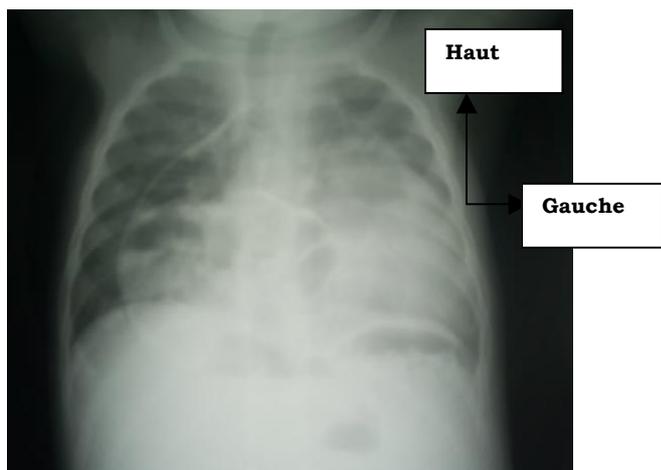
radiographie pulmonaire de face
